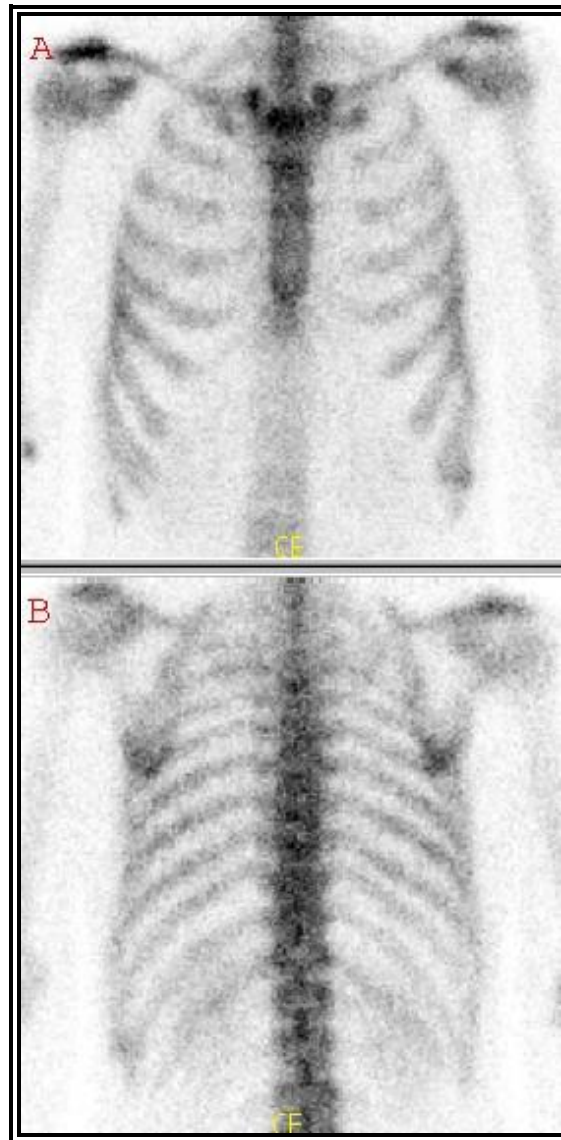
Squelette du thorax en face antérieure (A) et postérieure (B): Aspect scintigraphique normal. Absence de fixation ectopique sur les métastases pulmonaires.
